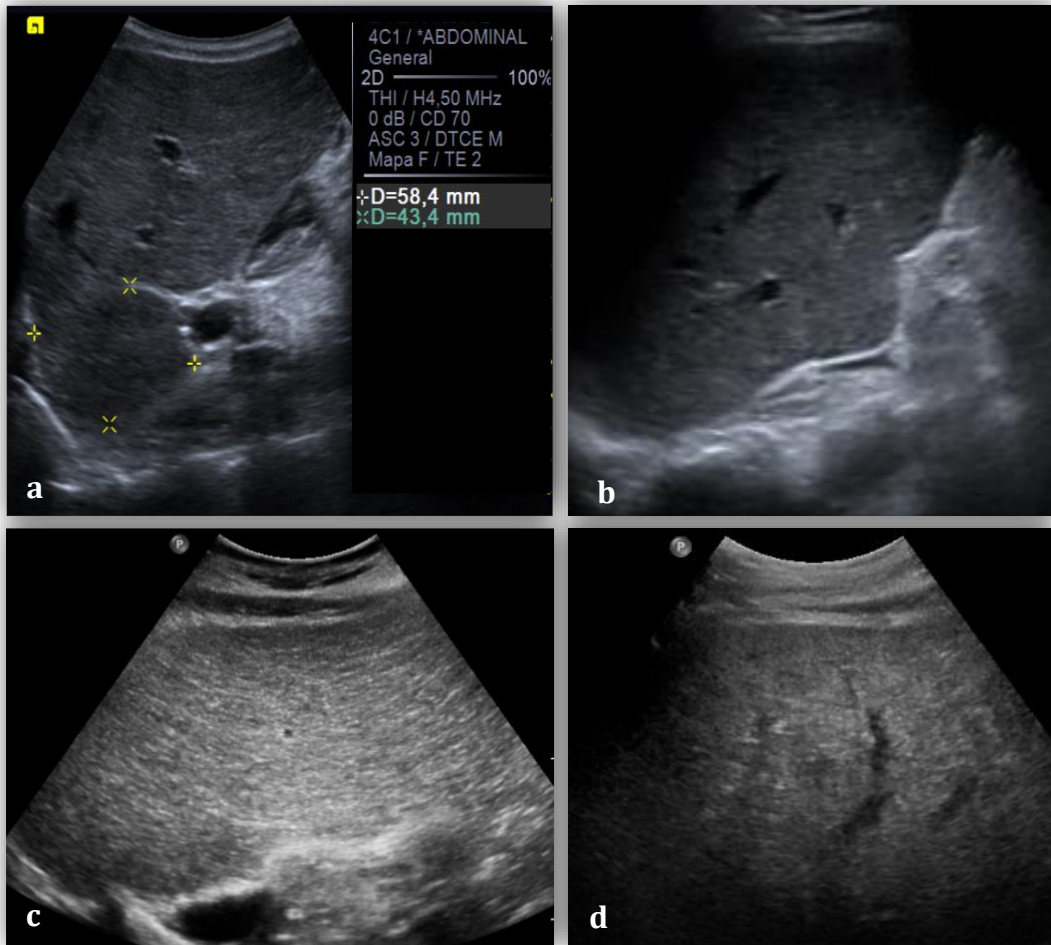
Signos de hepatopatía crónica en imágenes de ecografía en modo-B.
